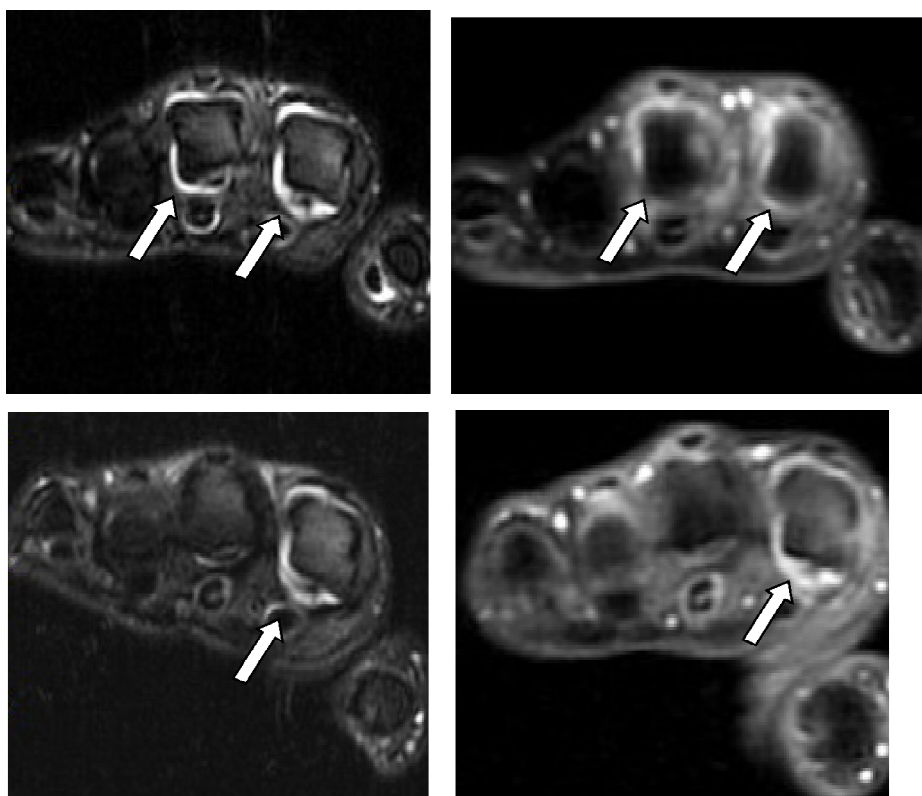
Пациентка Д., 39 лет, МРТ T2 ВИ FAT SAT, аксиальная плоскость, МРТ T1 ВИ FAT SAT+C, аксиальная плоскость
